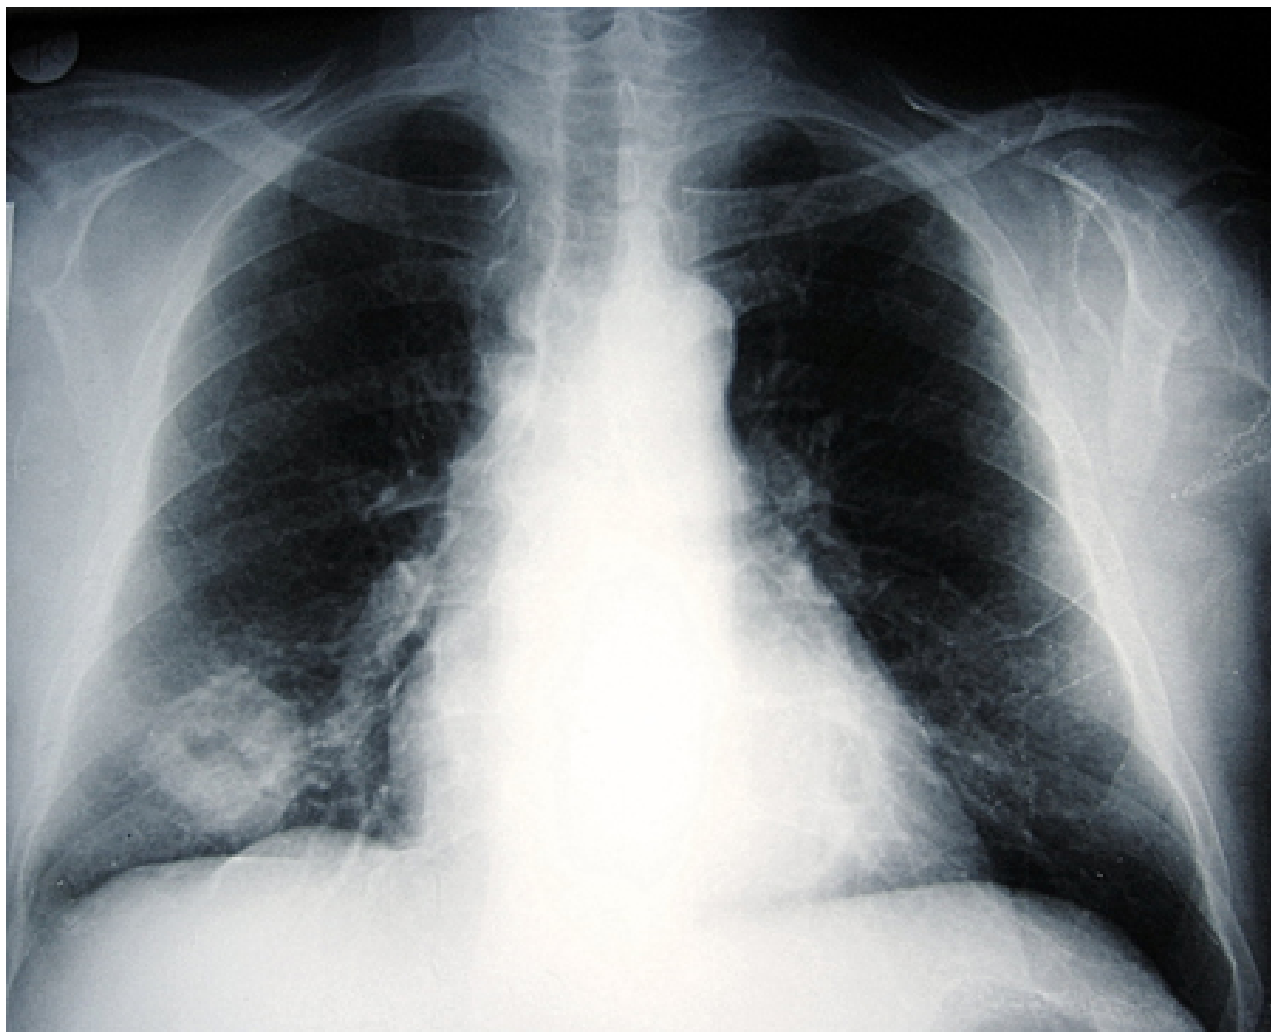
Radiografia torácica mostrando um tumor pulmonar com cavitação central
